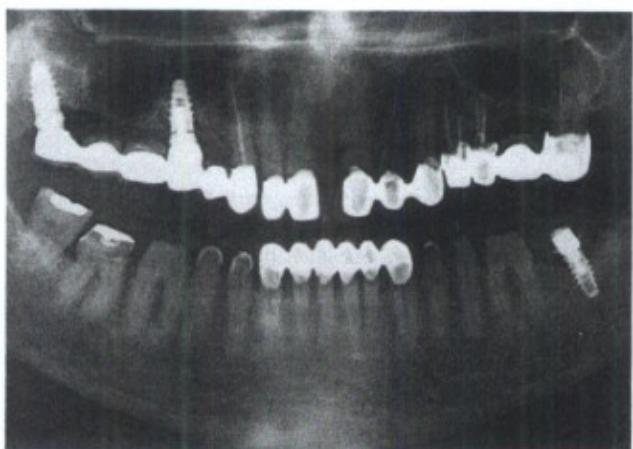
Post-treatment orthopantomography.
